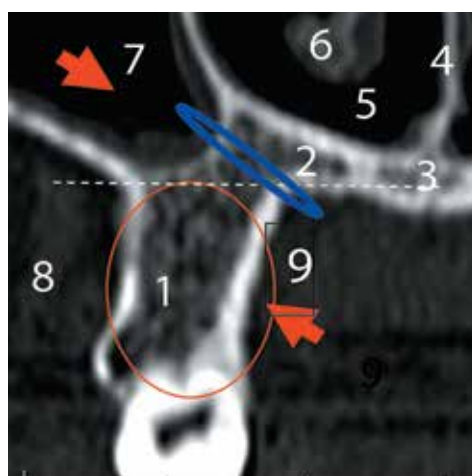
Индивидуальные внутриорганные различия в строении отростков верхней челюсти. КТ, фронтальная проекция
